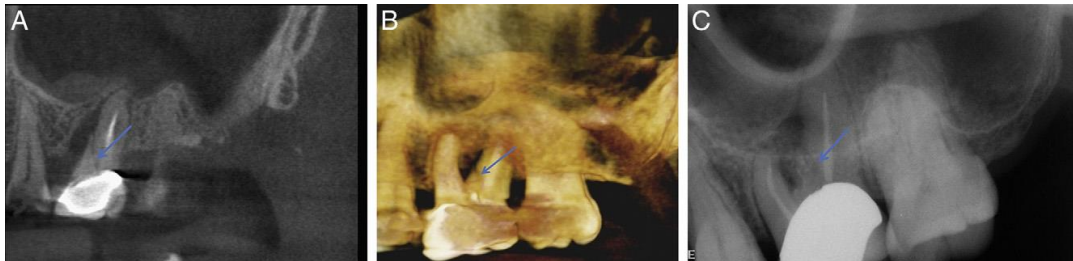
A: La flecha señala una fractura vertical a nivel de tercio medio de la raíz. B: Reconstrucción en 3D del órgano dentario y la fractura radicular se hace aún más visible. C: Radiografía dentoalveolar donde no se observa con gran detalle la fractura. (Fuente:
